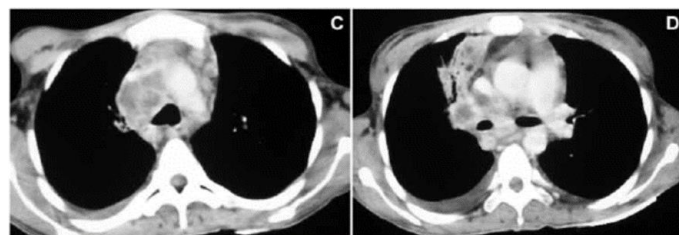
se nota la escasa densidad central y el refuerzo periférico en las adenopatías mediastínicas evidentes en la tomografía*
